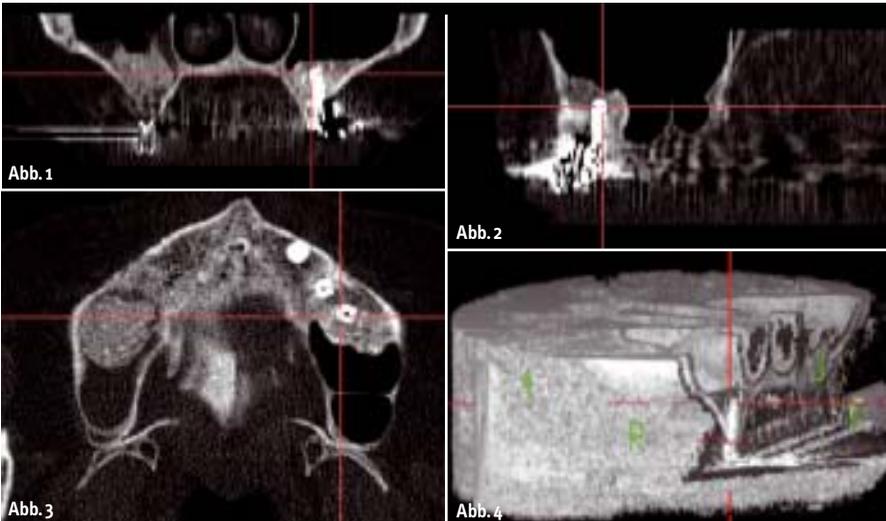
Computertomografie acht Jahre nach Sinuslift.
